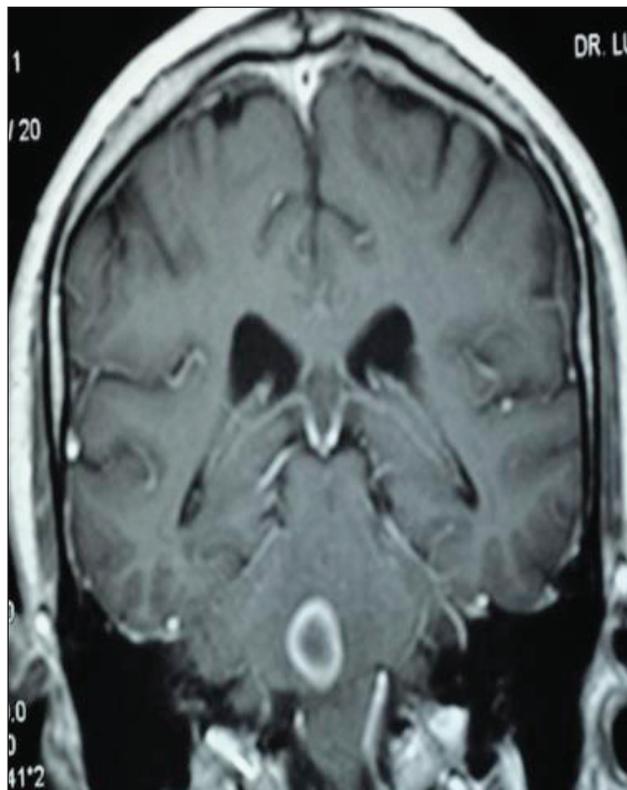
RMN contrastada en T1.
